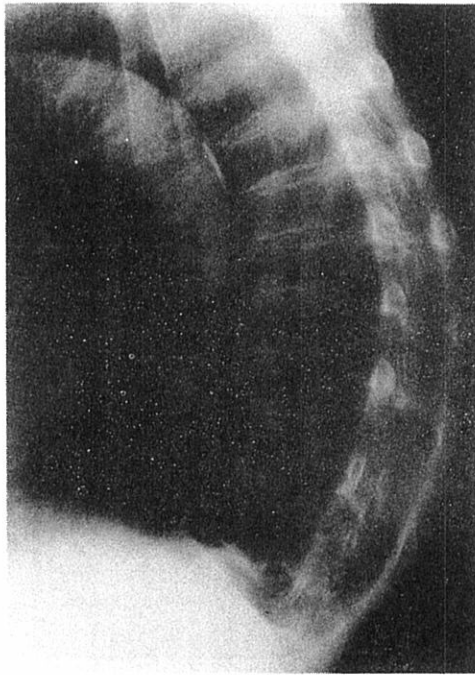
The lateral projection of the chest radiography showed moderate kyphosis and a round mass superimposed on the 12th vertebra (MF [redacted]).
